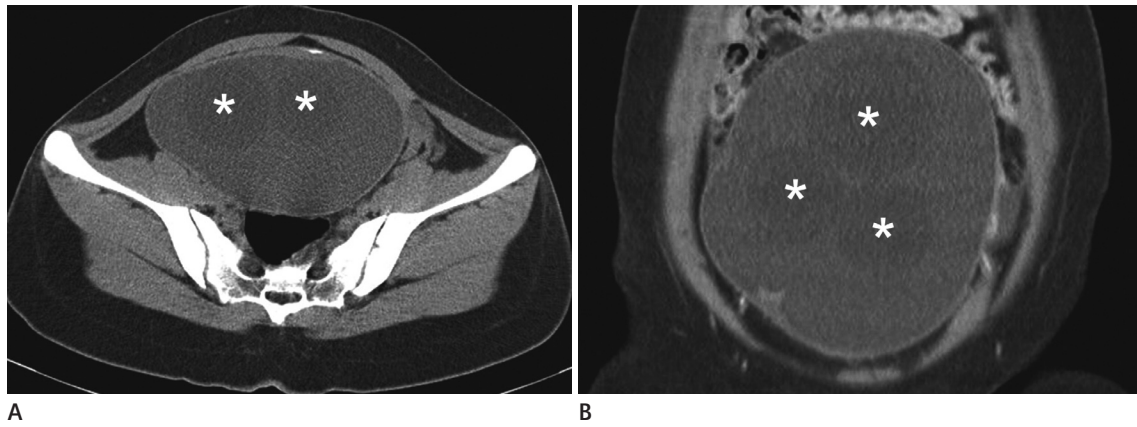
CT images of a 19-year-old female with a cystic teratoma in the left ovary.
